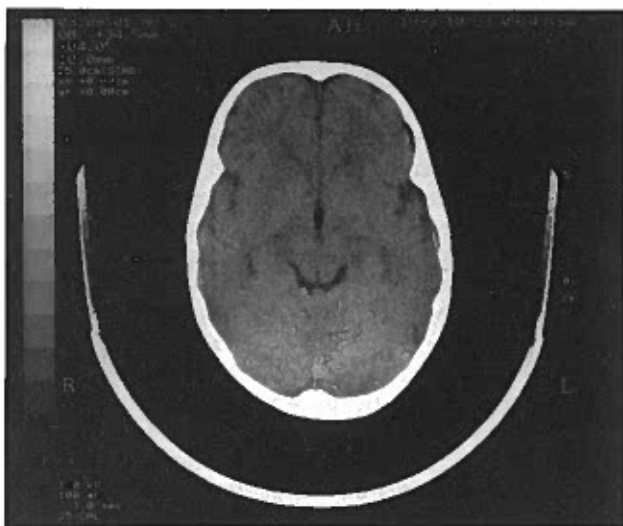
TAC CE não revelou alterações dos núcleos da base
